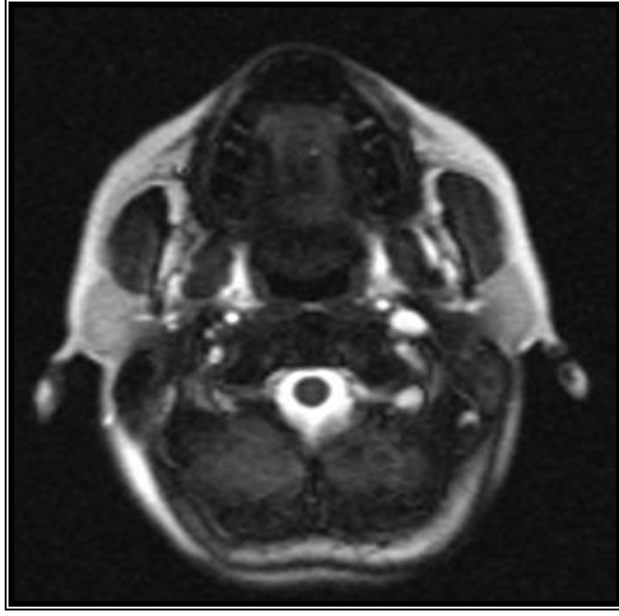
Normal bir kişide orofarinksin en dar seviyesinden yapılan aksiyel MRG dinamik incelemesi. Hava yolunun dar olmadığı ve dinamik inceleme sırasında hava yolu kalibrasyonunda belirgin değişiklik olmadığı görülmektedir.
